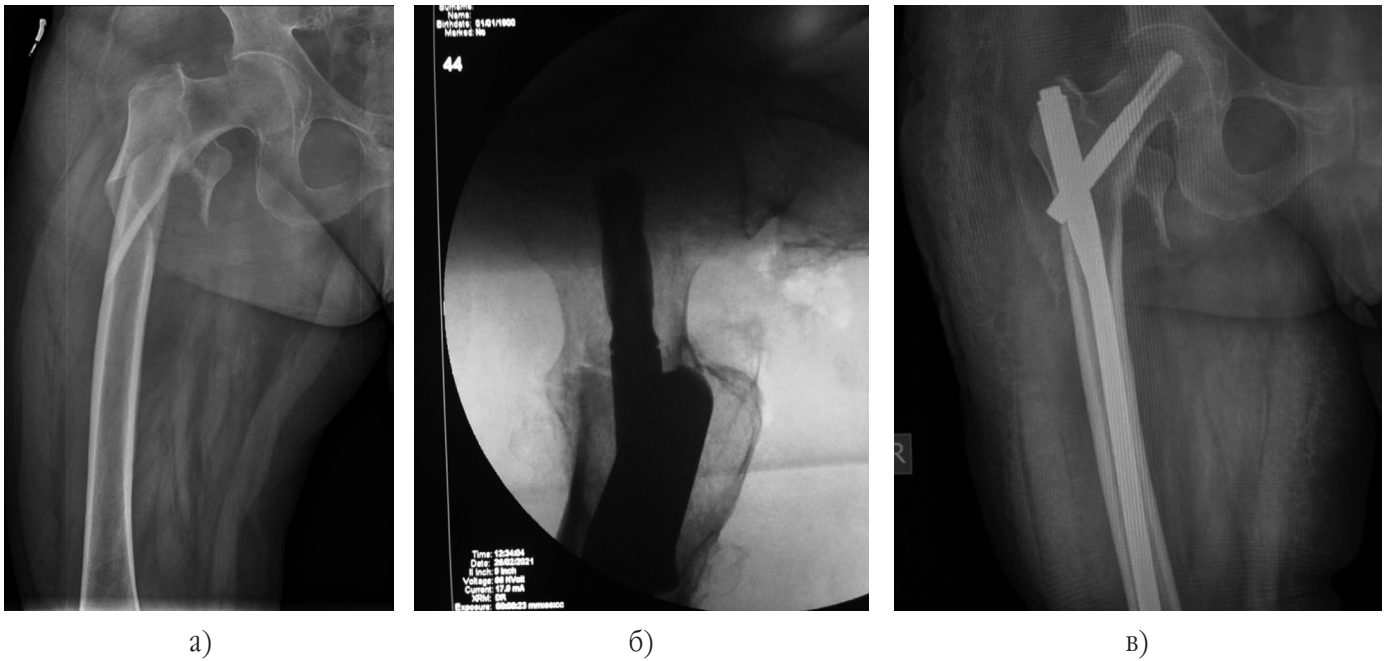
Фотовідбитки рентгенограм лівого кульшового суглоба хворого К., 84 р.: а) до операції; б) інтраопераційно; в) 1,5 міс. після операції.
